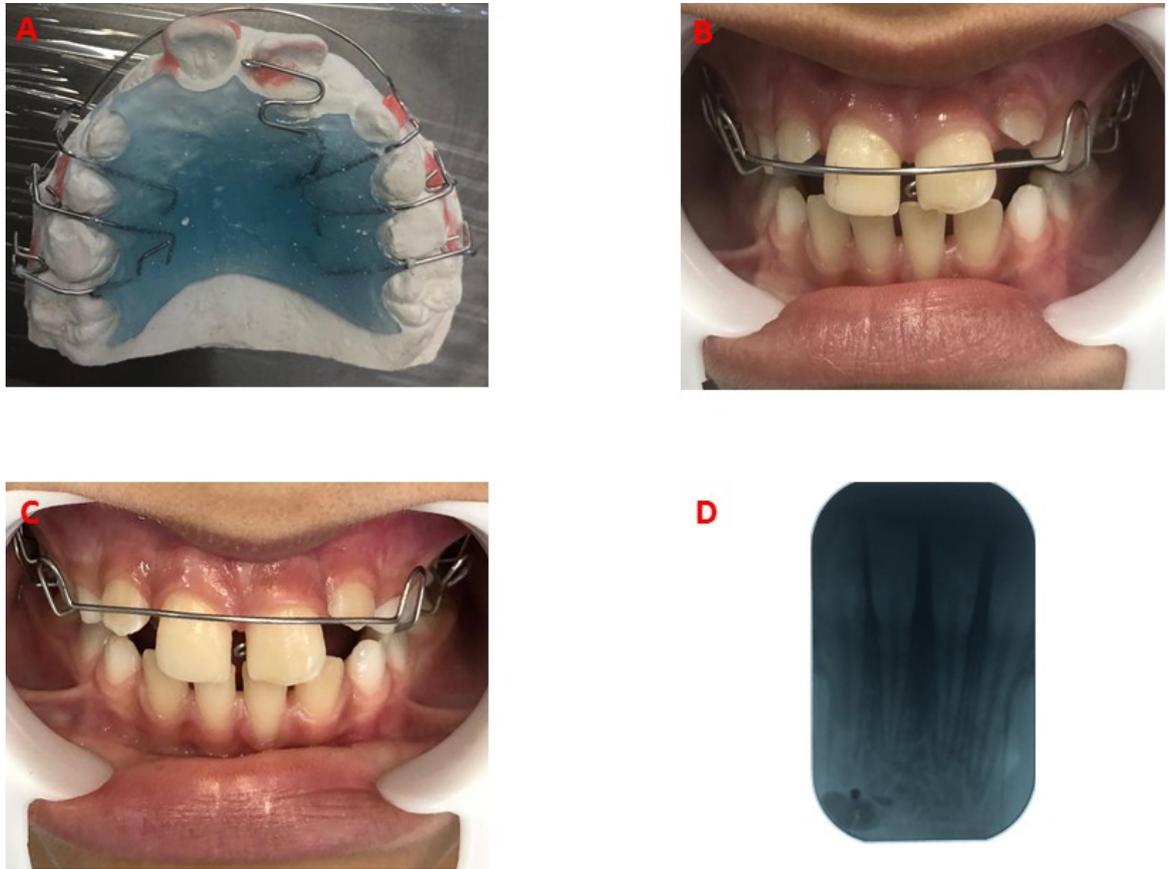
Aparelho ortodôntico de placa removível com grampo interproximal do tipo Benac com mola no dente 21 (A); Aspecto dos dentes em oclusão com aparelho ortodôntico (B); Aspecto dos dentes em oclusão após um mês e cinco dias de uso do aparelho ortodôntico (C); Radiografia periapical do dente 31, após uso das pistas diretas planas e aparelho ortodôntico (D).
